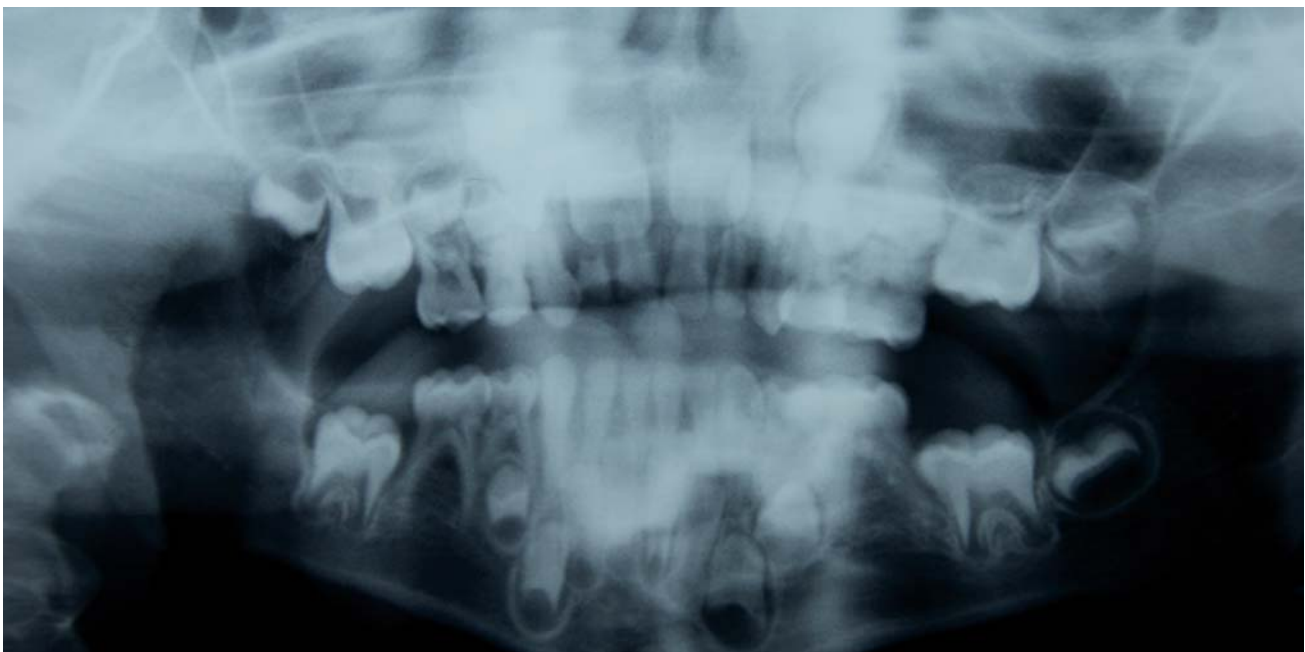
Radiografía panorámica de la lesión.
